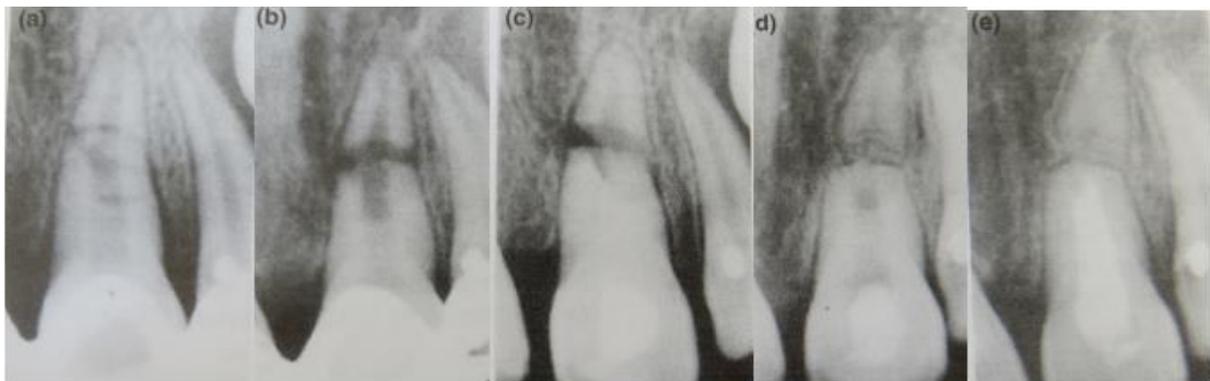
Radiographies du cas d'une 21 illustrant le succès de l'utilisation de l'hydroxyde de calcium dans la prise en charge d'une dent présentant une fracture radiculaire horizontale avec une nécrose pulpaire dans le fragment coronaire ; par Cvek et coll. (2008) (40) :
